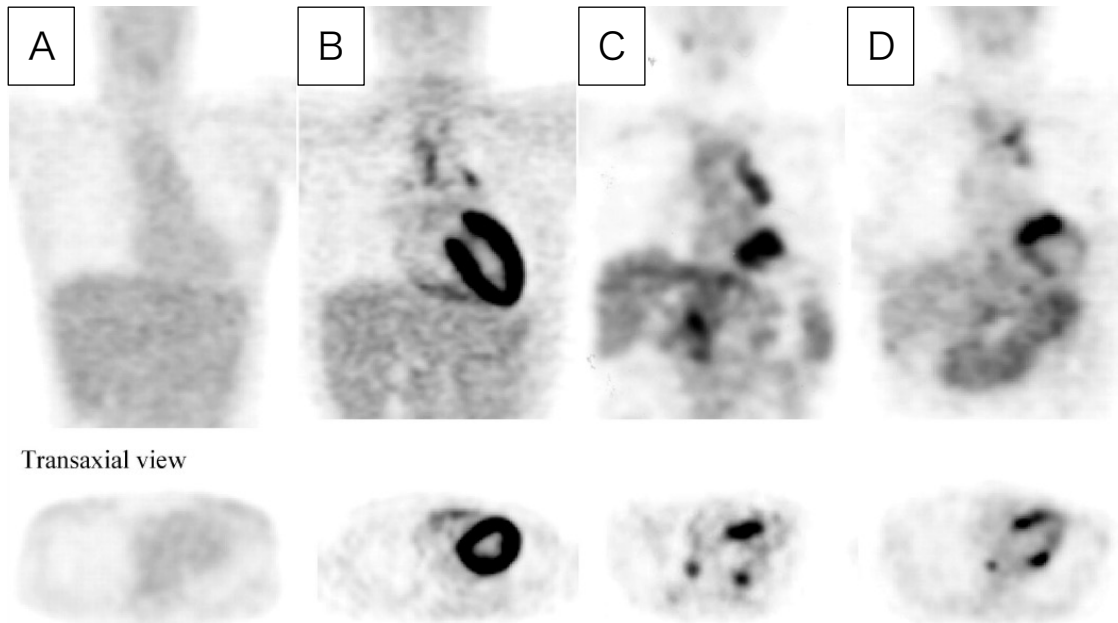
絶食条件下における ^{18}F -FDG の心臓集積パターン (文献 58 より引用)
